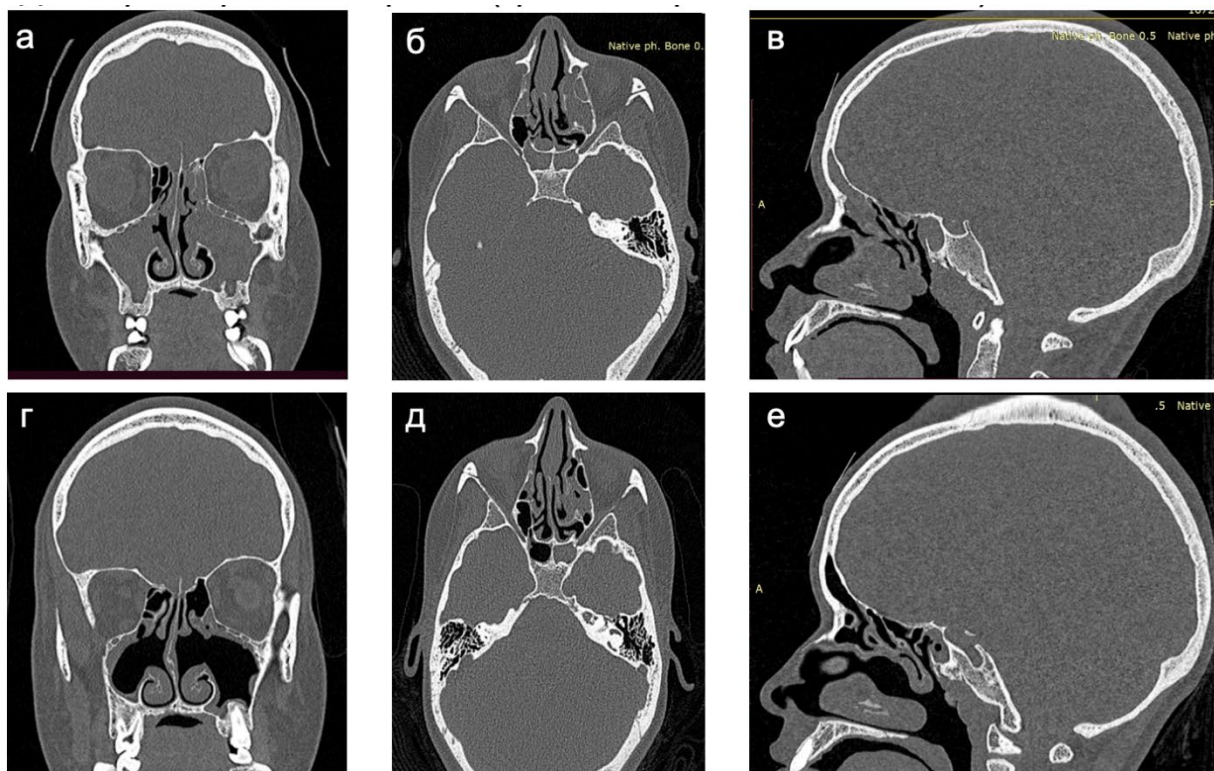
МСКТ ОНП пациентки с МВ 14 лет (генотип F508del/3667insTCAA) до (а-в, 17 баллов по LMS) и через 9 месяцев после старта (г-е, 4 балла по LMS) таргетной терапии препаратом ELX/TEZ/IVA. Проекции: а, г – коронарная; б, д – аксиальная; в, е – сагиттальная
